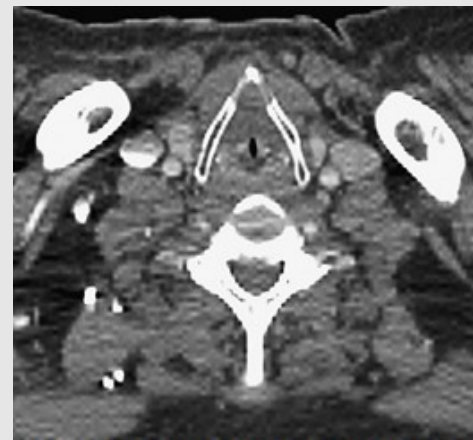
CT image of tracheal stenosis in a patient with Wegener granulomatosis.
